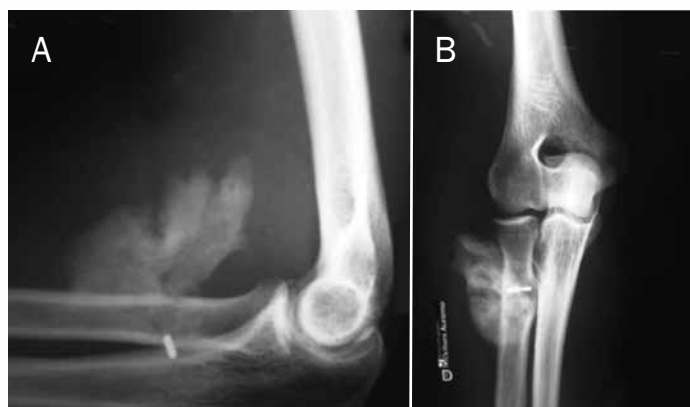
Radiografia pré-operatória mostrando a ossificação heterotópica na região anterior do cotovelo. (A): incidência em perfil; (B): incidência anteroposterior.
